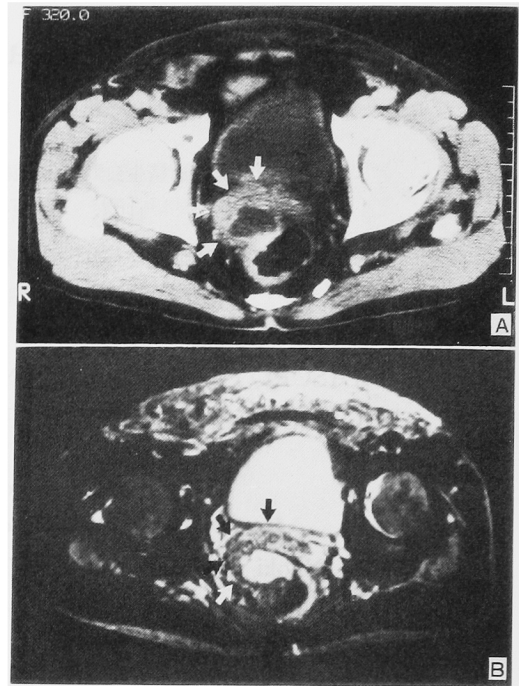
CT (A) and MRI (B) show the mass with cystic component in the right seminal vesicle.
